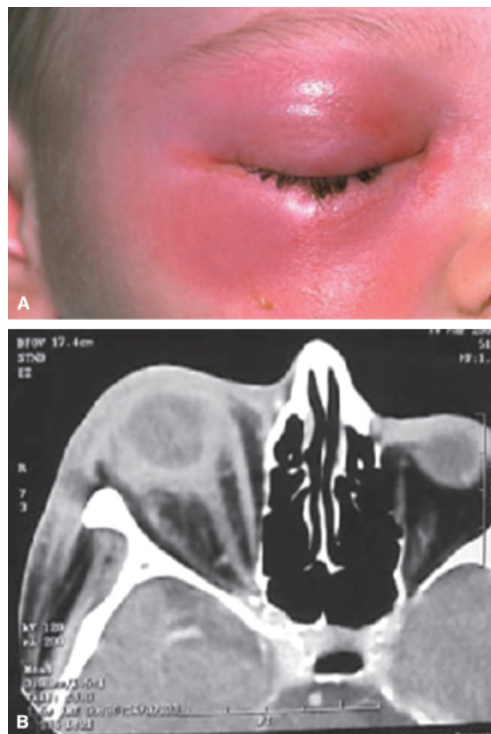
A. Celulite orbitária. B. Tomografia computadorizada de seios paranasais (corte axial) – edema palpebral e orbitário direito.
